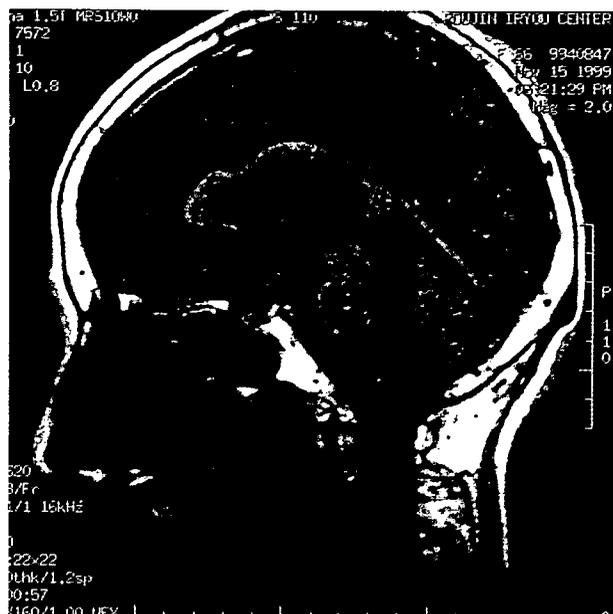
MRI T1 強調画像(1999年11月中旬)
